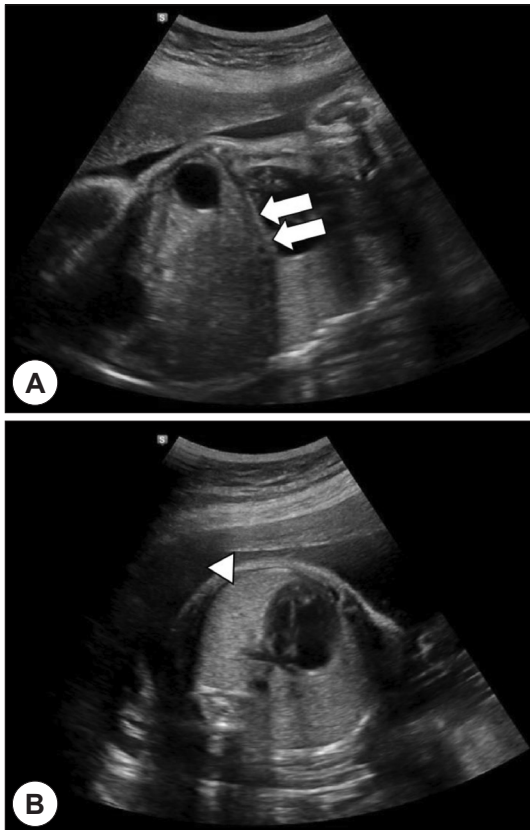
Fetal ultrasonography at 34 weeks shows flattened diaphragm (arrows) in sagittal view (A), symmetrically enlarged hyperechoic lungs (arrow head) in axial view (B).
